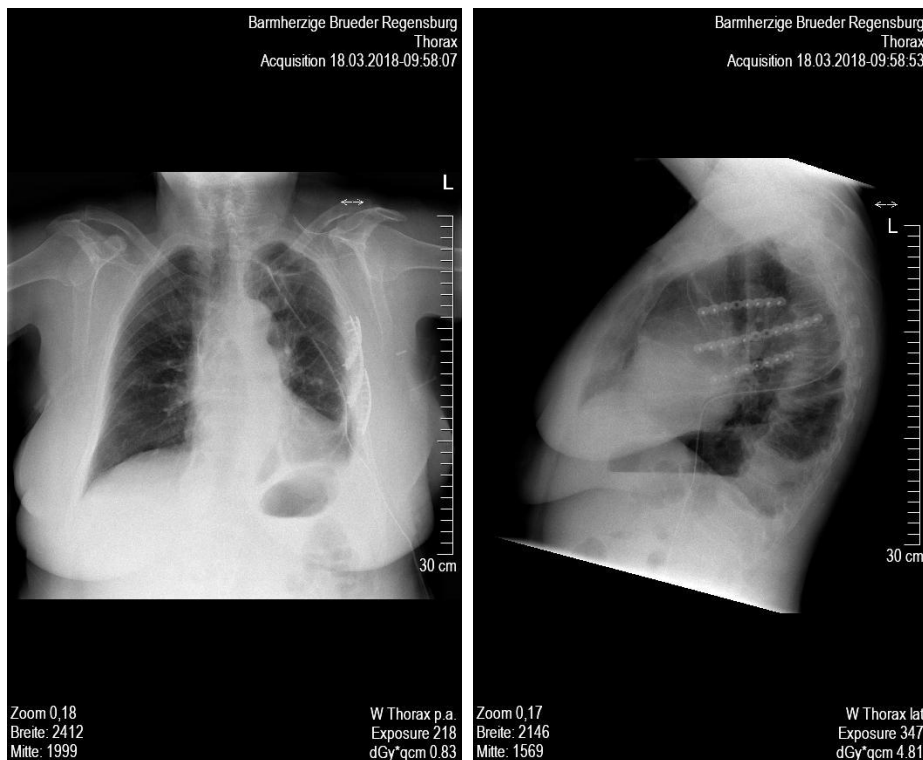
Patientin 42 (77 Jahre), Röntgen-Thorax lateral und p-a postoperativ. Durchgeführte Verplattung der Rippen 4 bis 6 links, sowie Hämatomausräumung bei dislozierter Rippenserienfraktur beidseits mit zehn beteiligten Rippen nach Verkehrsunfall (begleitend HTX und Lungenkontusion). Einliegende TSD links apikal sichtbar.
